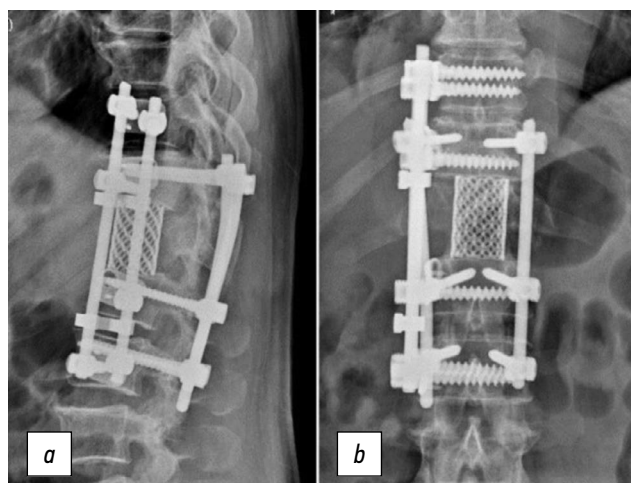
Рентгенограммы позвоночника больного Е., 72 года, через 12 мес после операции, прямая (а) и боковая (b) проекции.
